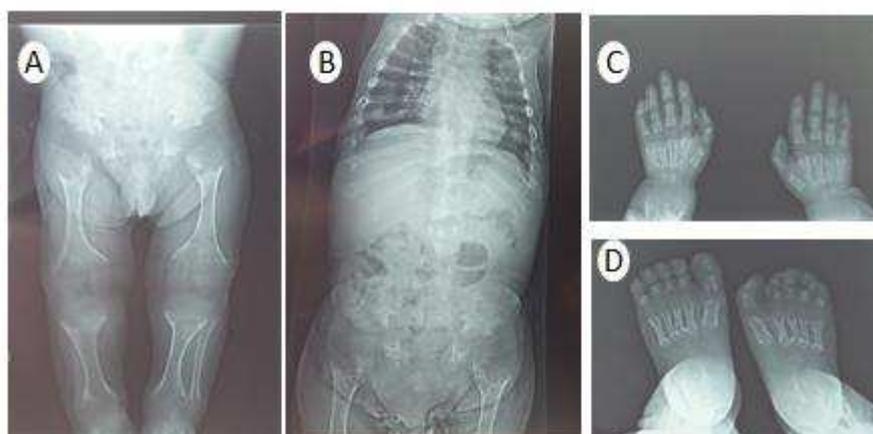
Radiografias de bacia e membros inferiores (A), coluna vertebral/vista frontal (B), mãos (C) e pés (D).
